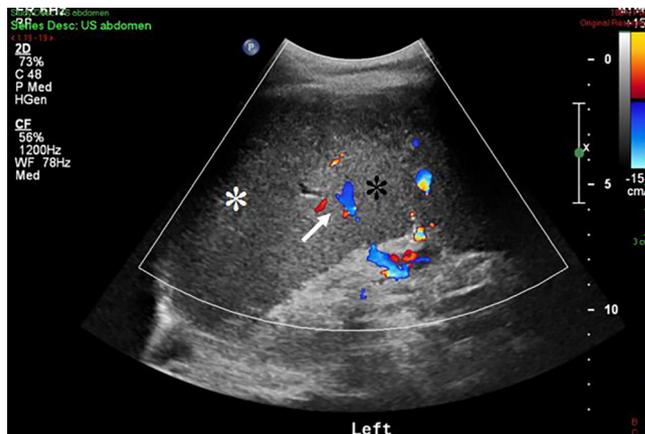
Doppler colorido longitudinal do baço demonstrando uma região hipocogênica periférica do polo superior, que não tinha fluxo sanguíneo (asterístico branco). Ela está claramente demarcada do parênquima esplênico normal, mais ecogênico (asterístico preto), que demonstra o fluxo normal de Doppler colorido nos vasos esplênicos intraparenquimatosos (seta branca)
